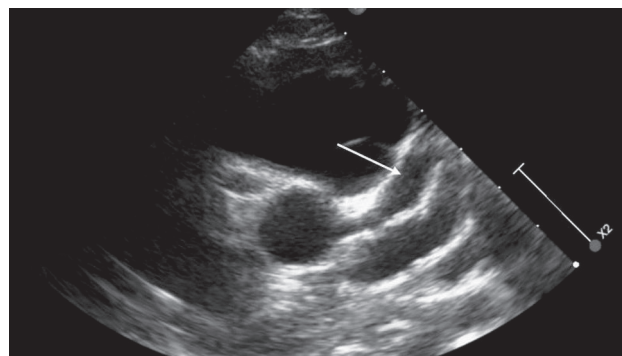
Эхокардиографическая оценка (В-режим) проксимальных сегментов коронарных артерий. Длина аневризматического расширения левой коронарной артерии (стрелка) составляет 8,5 мм
